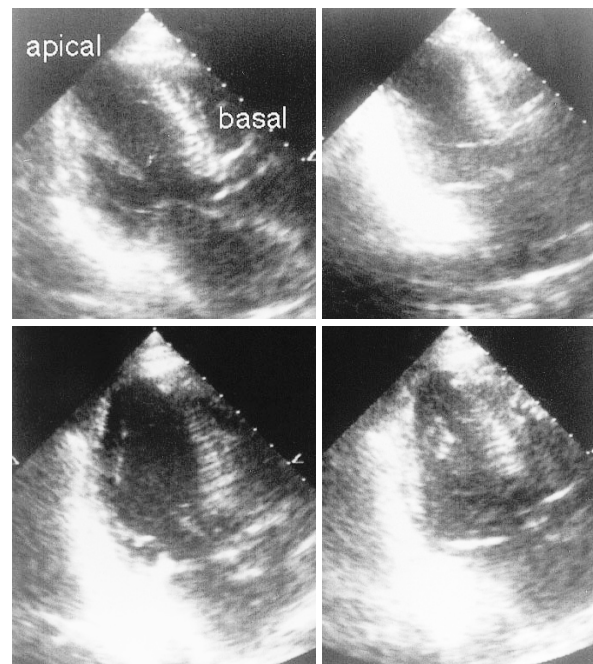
Case 1: Echocardiograms from the long-axis view
